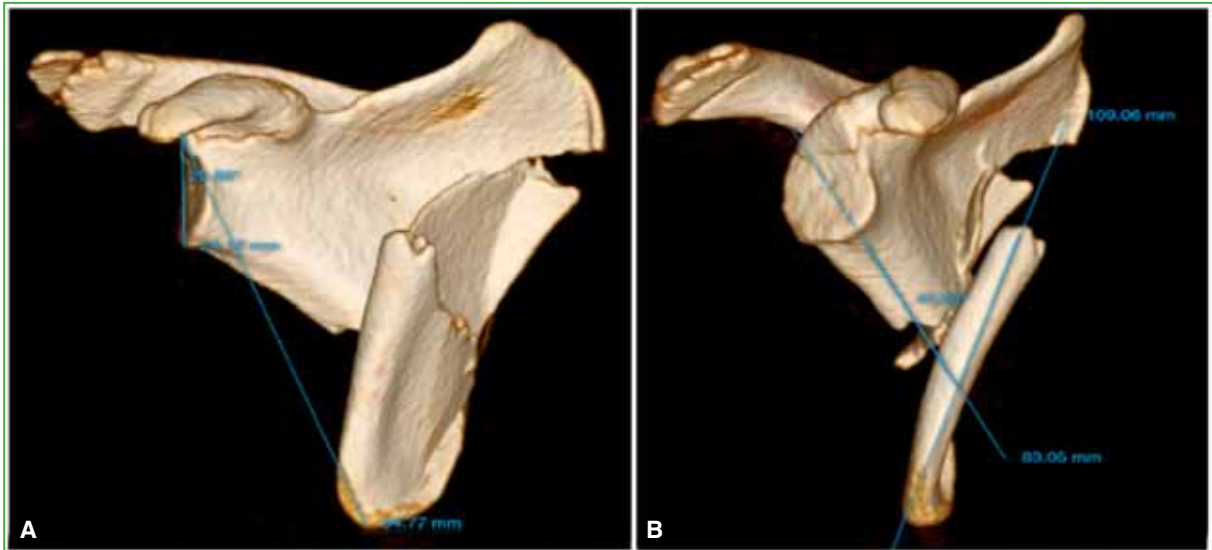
Tomografía computarizada de escápula con reconstrucción tridimensional. A. Medición del ángulo glenopolar. B. Medición del ángulo de inclinación del cuerpo.
